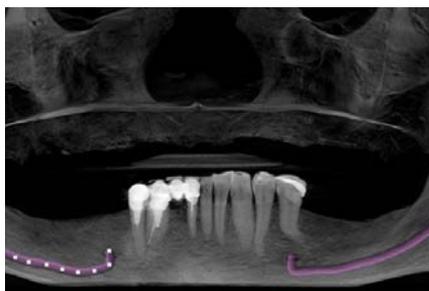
КТ-исследование: горизонтальная деструкция костной ткани альвеолярного отростка
